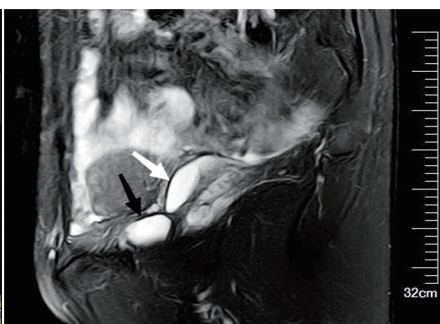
MRI示膀胱左后方见一囊状等T1长T2信号灶(黑色箭头示),左侧髂血管旁见一囊管状等T1长T2信号灶(白色箭头示)
